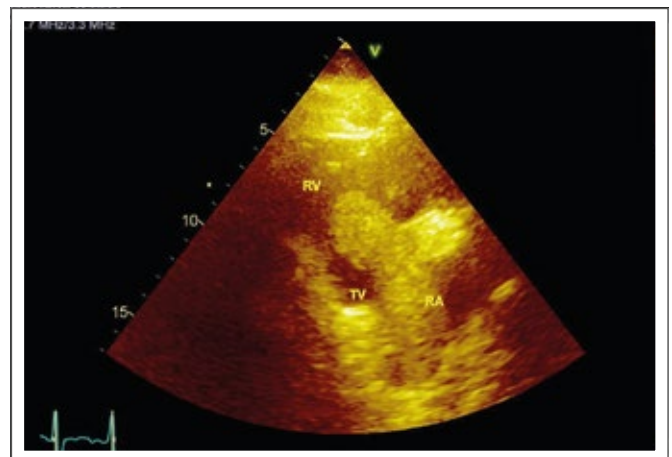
Parasternaler rechtsventrikulärer Einflusstraktschnitt (Diastole). Raumforderung vom rechten Vorhof in den rechten Ventrikel prolabierend.
